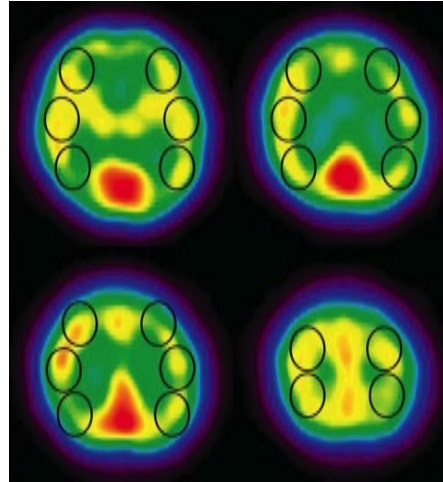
脳血流 SPECT 画像上で中大脳動脈領域に関心領域を設置し、脳血流量の左右比(閉塞側と非閉塞側の比)を算出した。
